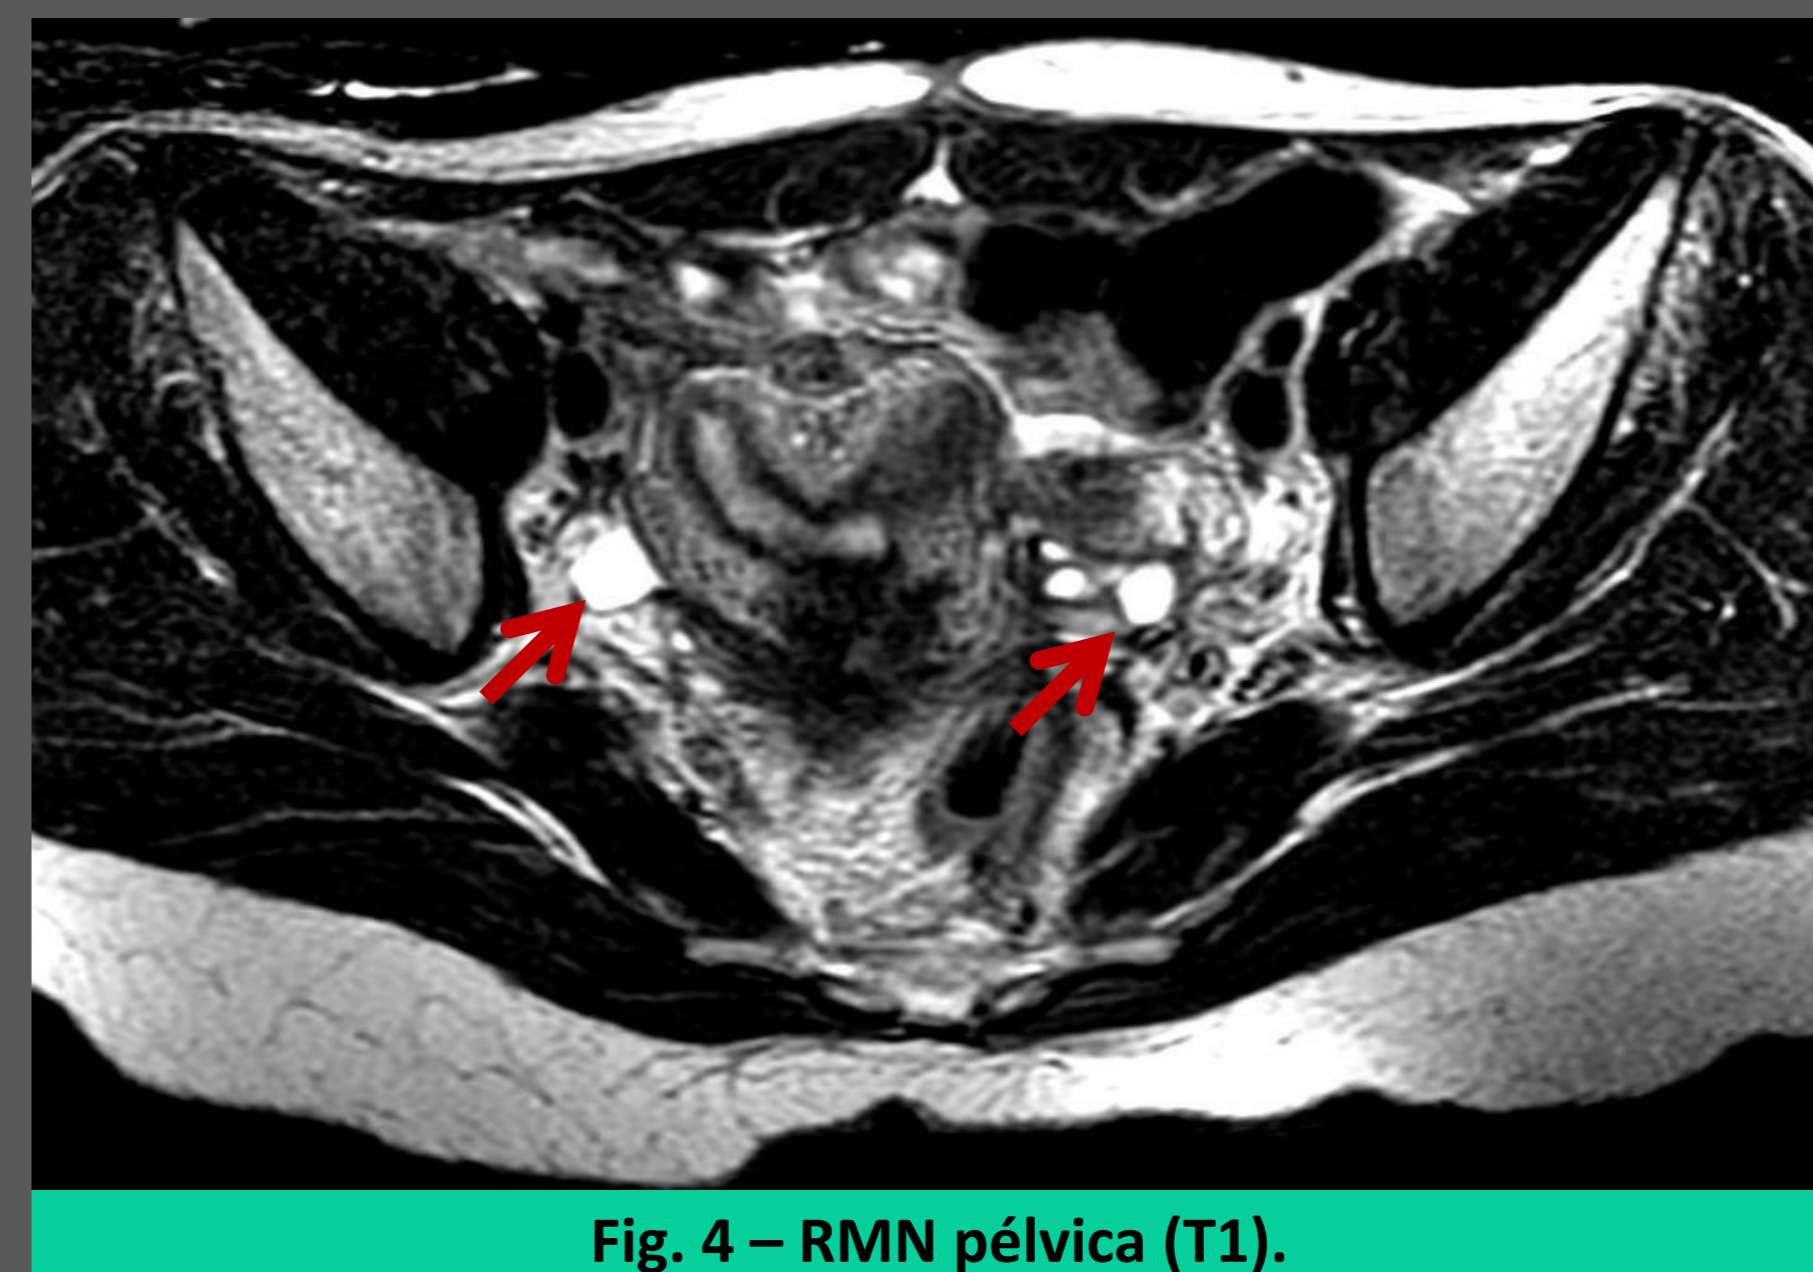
RMN pélvica (T1).
